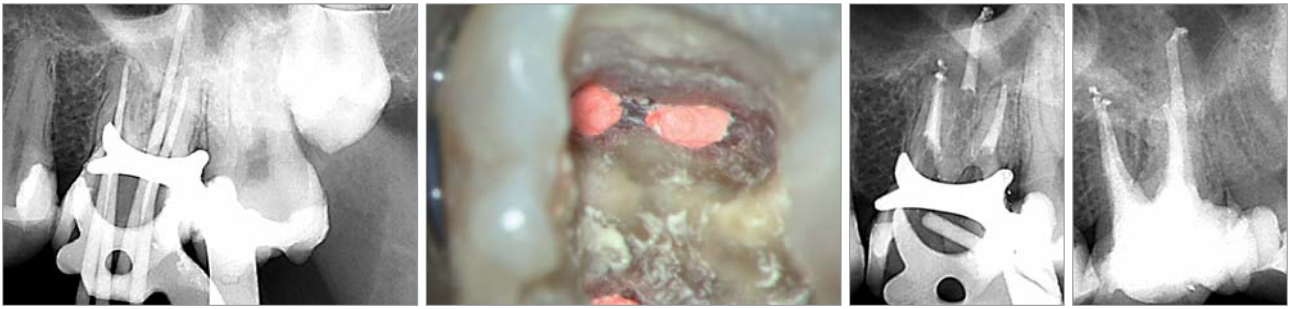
Röntgenmessaufnahme am Zahn 26 zur Kontrolle der elektrometrisch ermittelten Arbeitslänge mit vier Guttaperchastiften. – Abb. 10: Klinische Ansicht der mesiobukkal gefüllten Wurzelkanäle unter Sicht mit dem Dentalmikroskop bei 20-facher Vergrößerung. Die Sealeranteile wurden durch die thermoplastische Verdichtung optimal verdrängt. – Abb. 11a: Die Röntgenkontrollaufnahme am Zahn 26 nach Abschluss der Wurzelkanalfüllung lässt eine vollständige Wurzelkanalfüllung erkennen. – Abb. 11b: Die Abschlusskontrolle in distalexzentrischer Projektion ermöglicht die Beurteilung der Vollständigkeit und Homogenität der Wurzelkanalfüllung des dentinadhäsiven Aufbaus.
